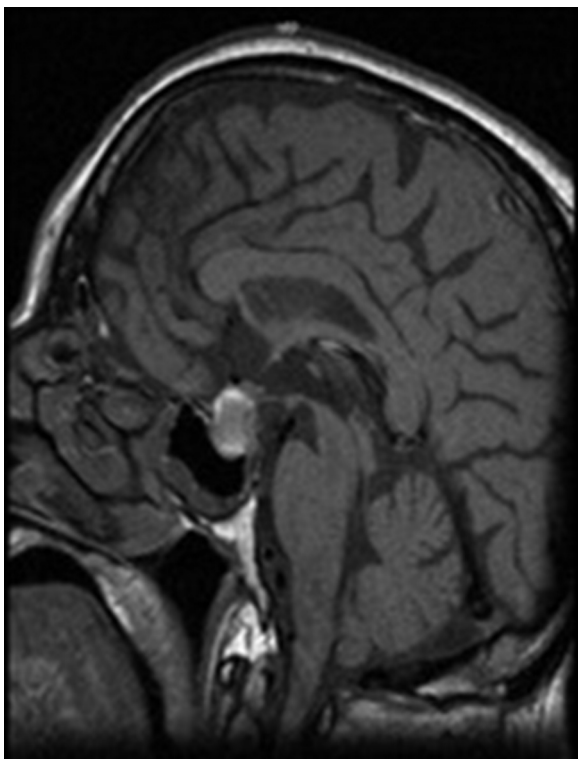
RM selar, no quarto dia de internação que evidencia aumento das dimensões da lesão (de 1,3 cm para 1,7 cm), com compressão da haste hipofisária e quiasma óptico.
